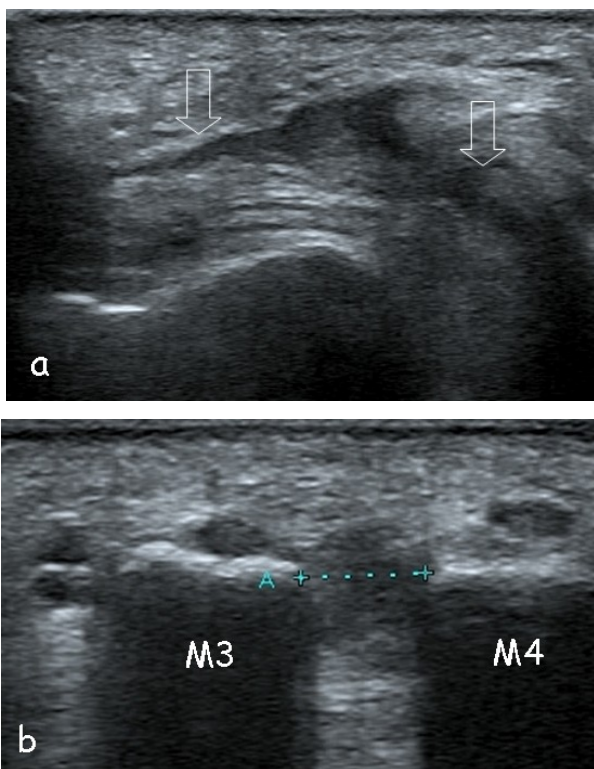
Névrome de Morton : coupe échographique sagittale (a) et coronale (b) du 3ème espace inter-métarsien. Nerf interdigital plantaire commun (flèches)
